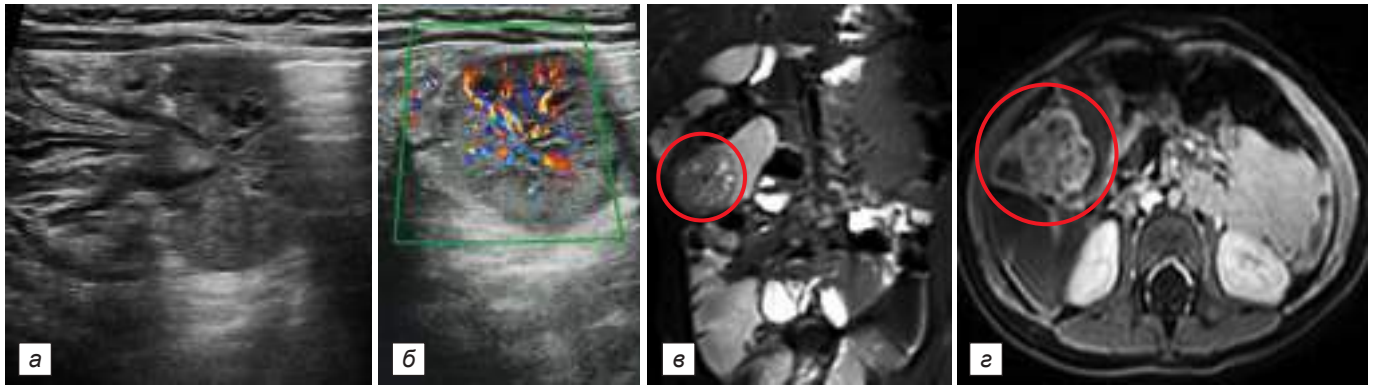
ИЦИ на фоне ювенильного полипа: *а* – УЗИ: нестабильный инвагинат с объёмным образованием; *б* – УЗИ с ЦДК: объёмное образование с активной сосудистой сетью; *е* – МРТ: внутрипросветное объёмное образование восходящей кишки, фронтальный срез; *з* – МРТ: внутрипросветное объёмное образование восходящей кишки, аксиальный срез.
